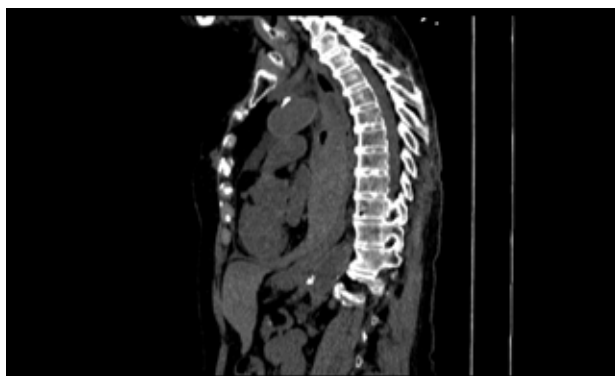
Tomografía computada de tórax sin contraste, imagen sagital. Se verifica extensión de la masa desde el tercio medio hasta el segmento distal del esófago torácico, comprimiendo y desplazando el lumen hacia posterior y a la izquierda.
